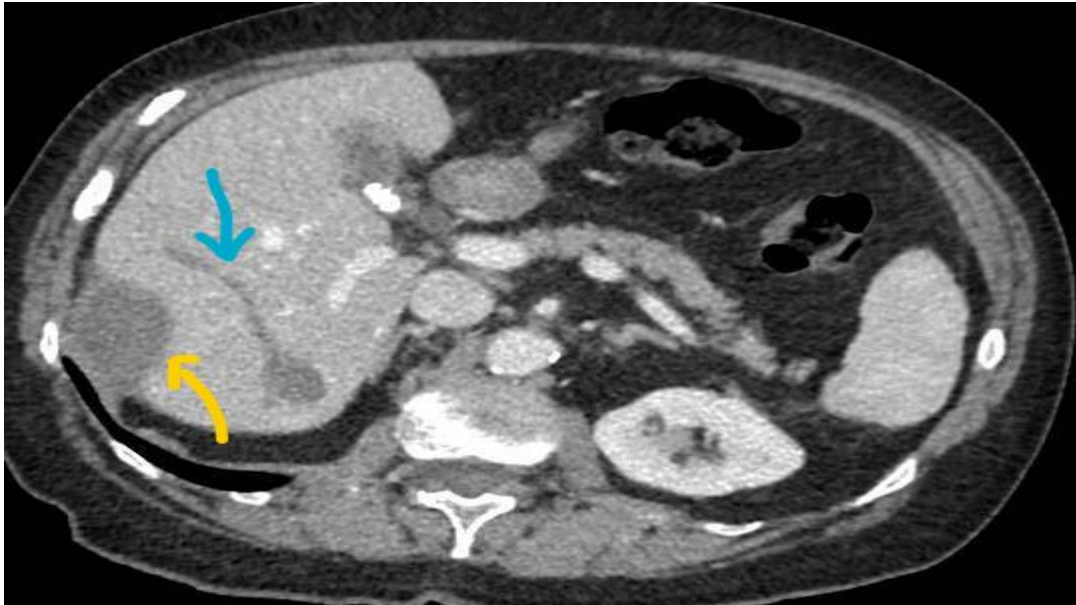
TC axial en fase venosa obtenida 2 meses después de la ablación por radiofrecuencia. Se observa una imagen lineal hipodensa conectada con el área de ablación, sugestiva de trayecto de ablación (flecha azul). Asimismo, se identifica una imagen ovoidea subcapsular sugestiva de hematoma subcapsular (flecha amarilla), que se resolvió en un estudio de control posterior.
